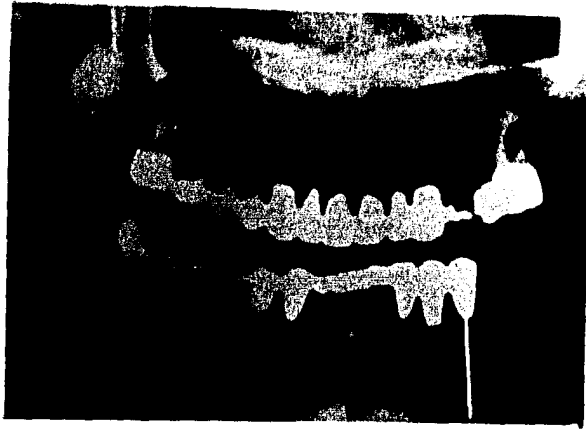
En esta radiografía tomada ocho años después de la reconstrucción se aprecia la posición correcta del implante con cubierta ósea suficiente sobre el hombro y ningún signo de radiotransparencia.(1)
